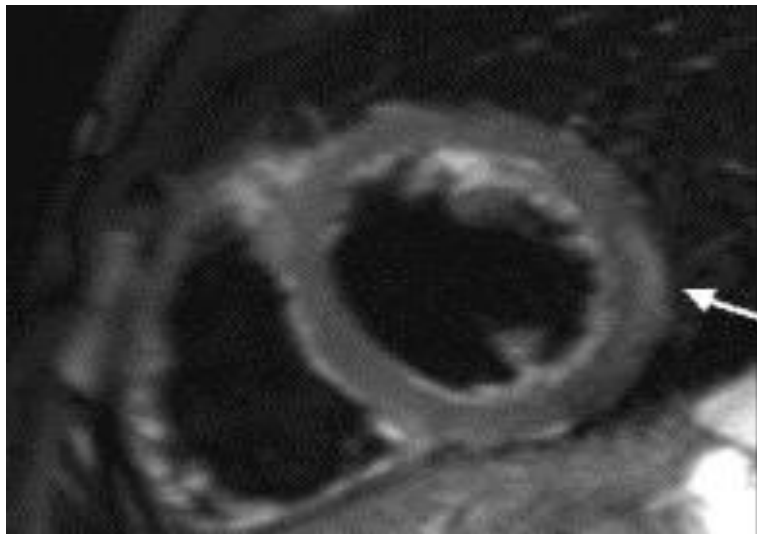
Magnetická rezonance u nemocného s myokarditidou
